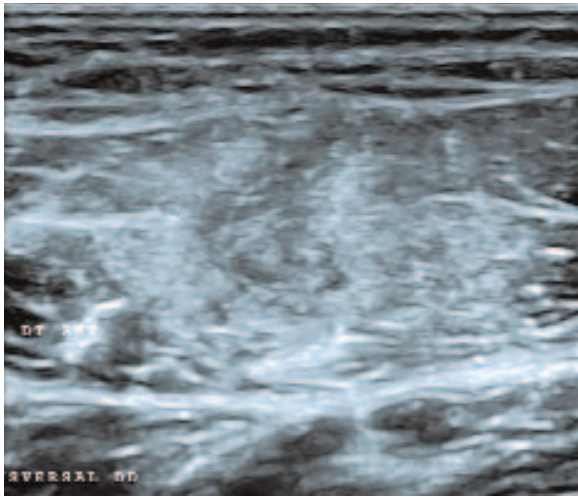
Atteinte myo-aponévrotique sur la cloison sagittale du muscle droit fémoral en échographie.
